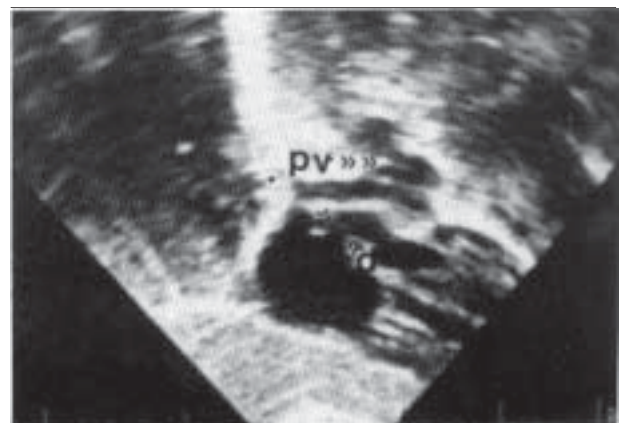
Ecocardiograma bidimensional (ventana subxifoidea) demostrando la presencia de la comunicación interauricular. d: defecto interauricular, señalado entre las dos puntas de flecha. PV: confluencia venosa retroauricular izquierda.
